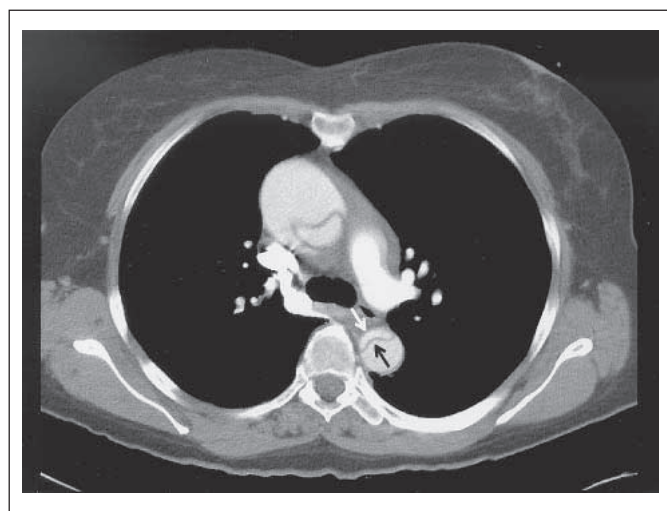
Akute Aortendissektion Typ A; Computertomographie nach Kontrastmittelgabe im Bolus: Das echte Aortenlumen ist deutlich komprimiert (Pfeile).
